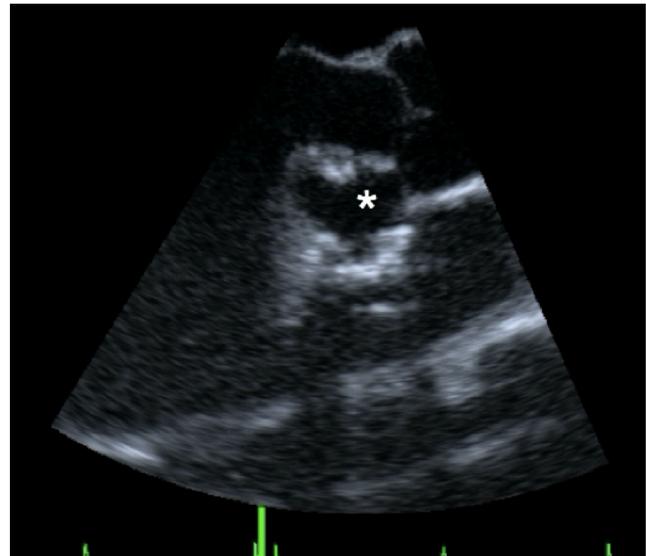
Ecocardiograma TE con evidencia de aneurisma del seno de Valsalva derecho.
